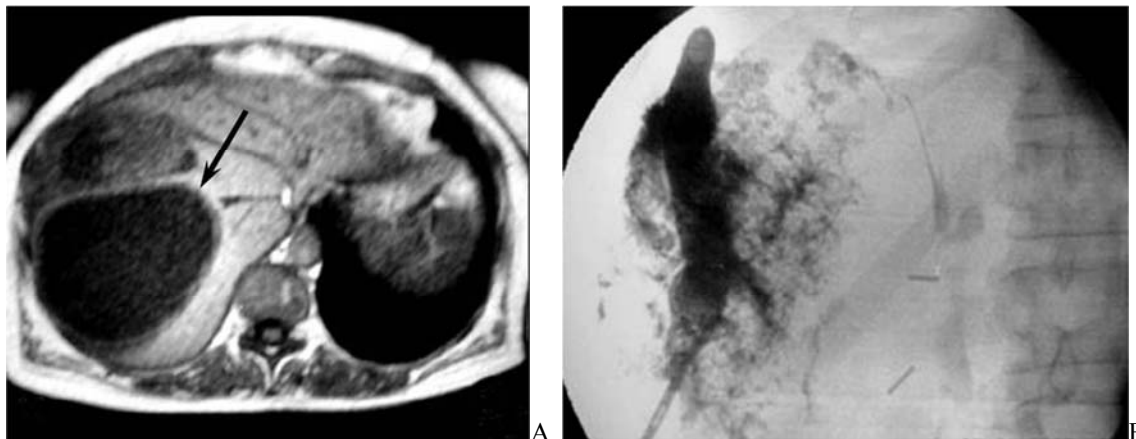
Тотальный некроз метастазов правой доли печени с формированием постэмболизационного абсцесса печени (стрелка): компьютерная томограмма – А; чрескожное чреспеченочное дренирование абсцесса под ультразвуковым контролем, фистулограмма – Б.
